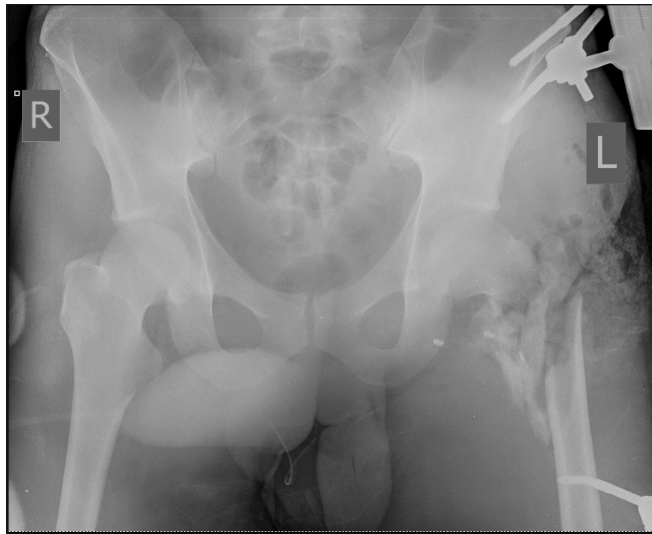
Обзорная рентгенограмма таза раненого Л. при поступлении в клинику
